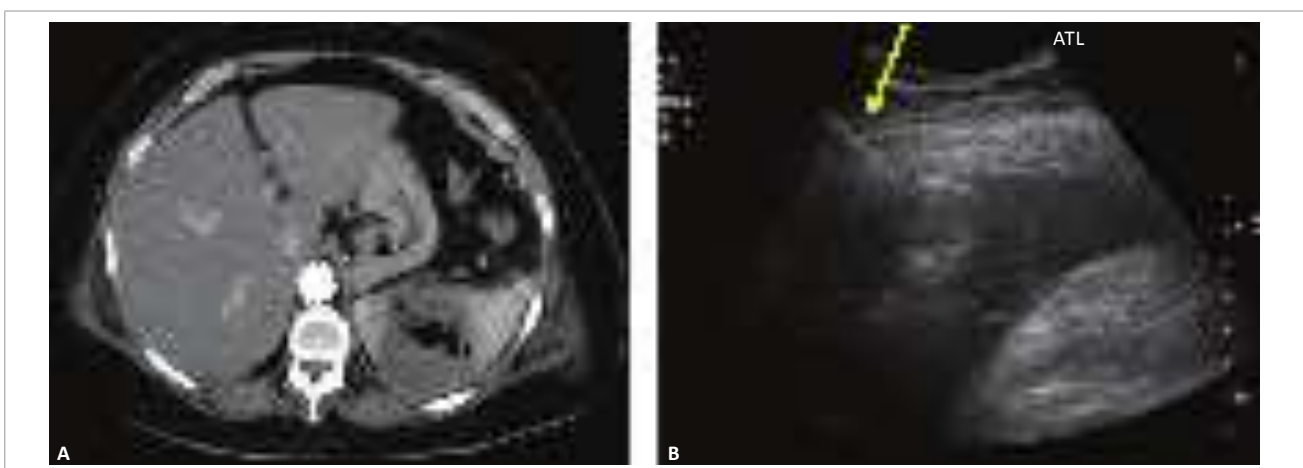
(A) Corte tomográfico axial mostrando coleção intraesplênica com gás em seu interior. (B) Drenagem da coleção guiada por ultrassonografia. A seta mostra a agulha visualizada em tempo real.
